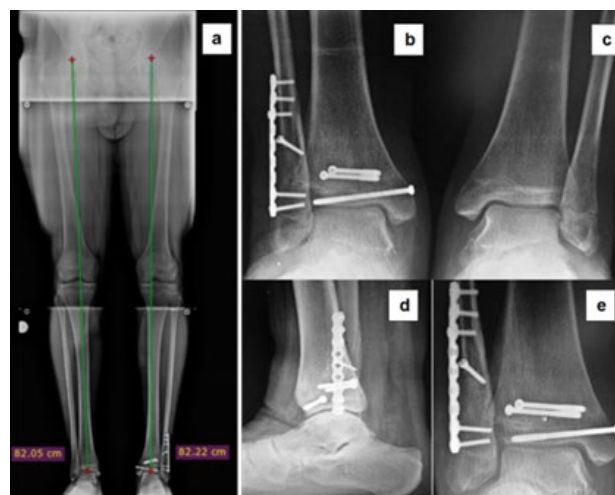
Postoperatorio tardío (6 meses de evolución). a: Panorámica de miembros inferiores. a y b: Radiografías simples en apoyo anteroposterior tobillo derecho e izquierdo. d y e: Radiografías simple de tobillo izquierdo lateral y mortaja
